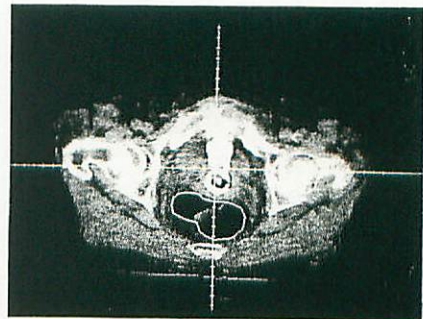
CT 画像から直腸の Dose Volume Histogram を求める手順
